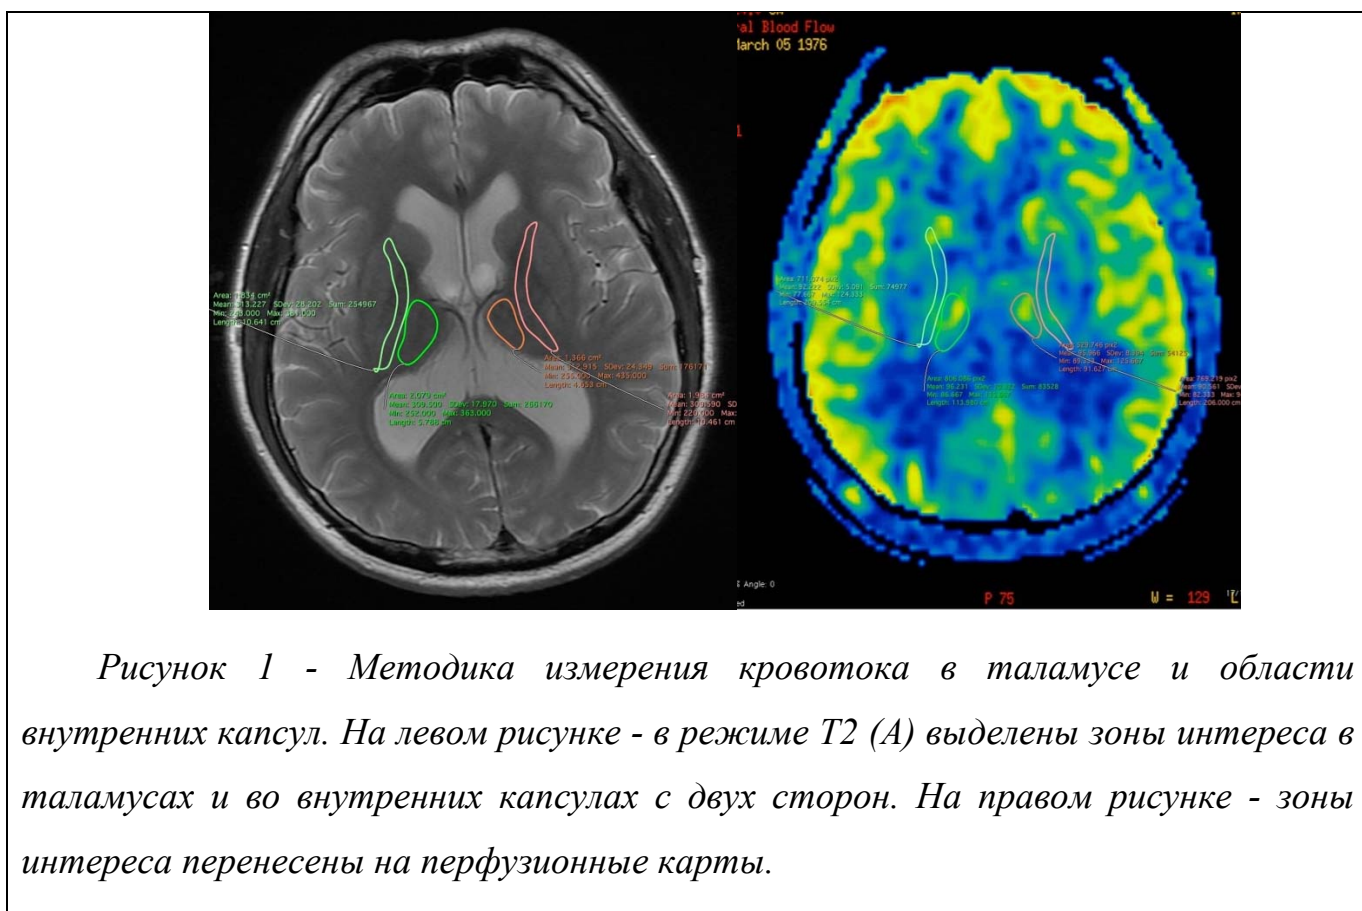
Методика измерения кровотока в таламусе и области внутренних капсул. На левом рисунке - в режиме T2 (A) выделены зоны интереса в таламусах и во внутренних капсулах с двух сторон. На правом рисунке - зоны интереса перенесены на перфузионные карты.
